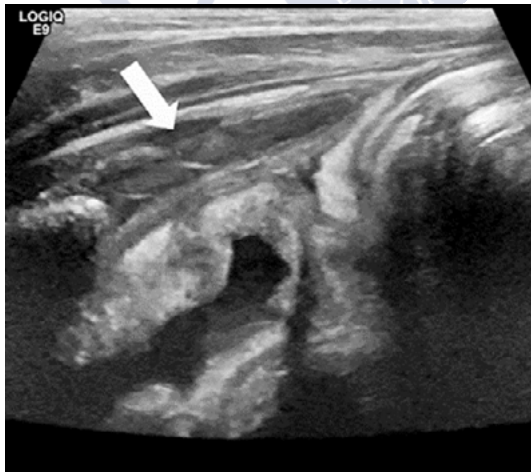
Ecografía de apendicitis aguda perforada, que demuestra disrupción de la pared del apéndice en un niño de 10 años. Fuente: Riedesel EL., et al., *Pediatr Radiol*, 2019;49(13):1726-34. Reproducida bajo licencia de Springer Nature.
